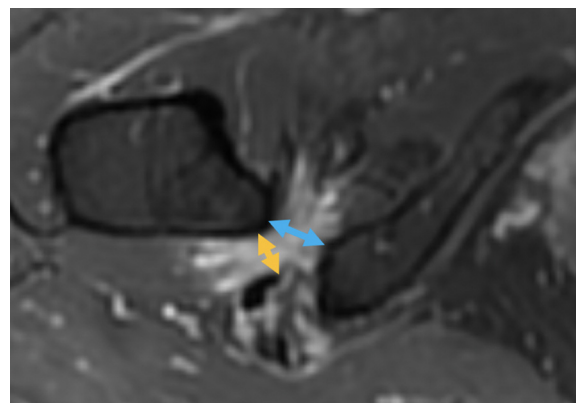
IRM de la hanche droite (séquence T1 FAT SAT après injection de Gadolinium) montrant un conflit ischio-fémoral droit chez une patiente marathonnienne de 52 ans présentant des douleurs chroniques, avec rétrécissement de l'espace ischio-fémoral (en bleu) et de l'espace du muscle carré fémoral (en orange), associé à un œdème du muscle carré fémoral et des tendons ischio-jambiers.
